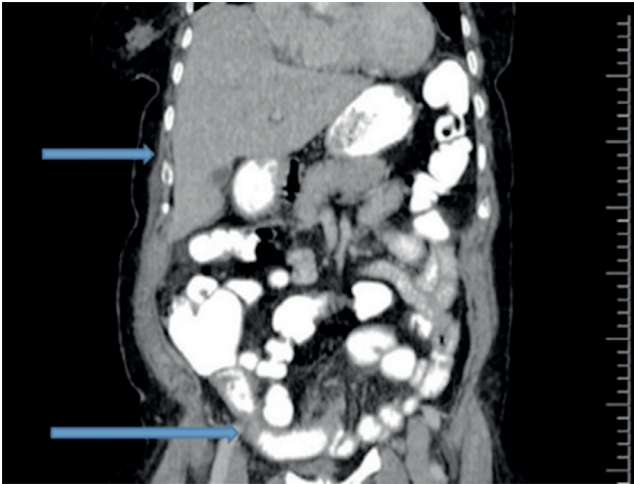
Abdominopelvic computed tomography image of the 2nd day of the medical treatment
